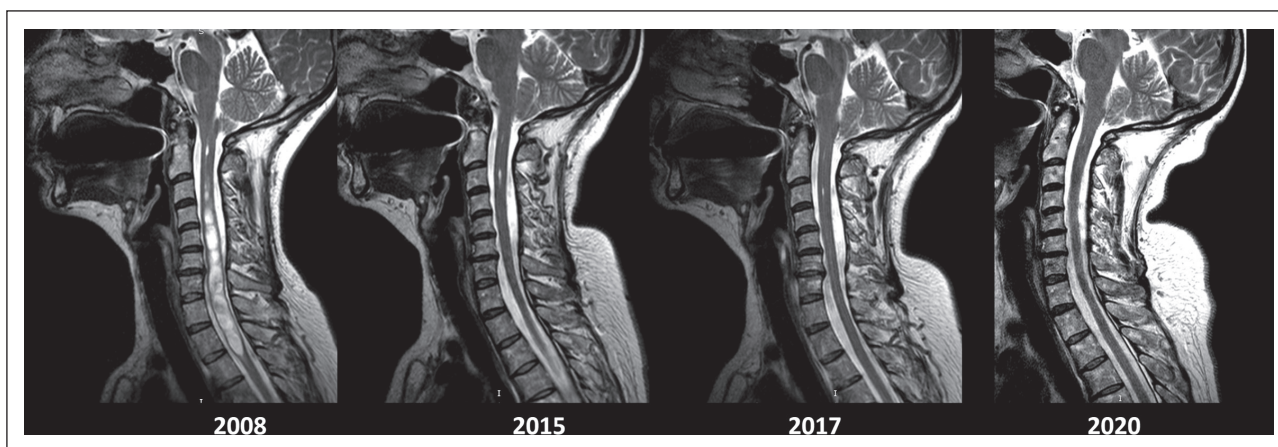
Сравнение снимков МРТ от 2008 до 2020 гг.
